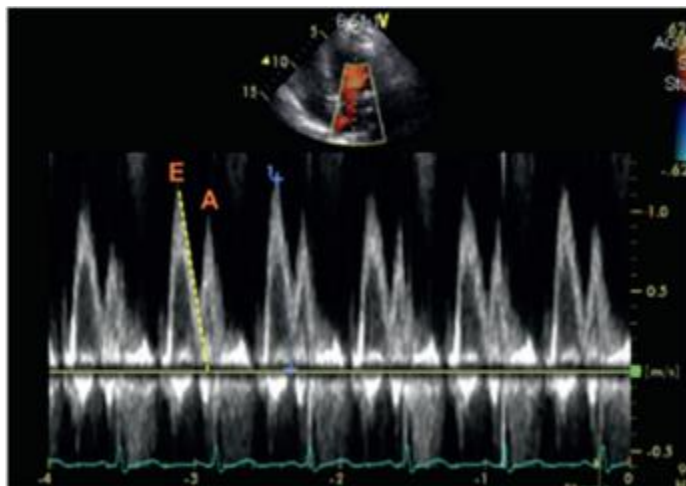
Fluxo transmitral demonstrando as ondas: E (*early*); A (*atrial*). Imagem de Doppler na válvula mitral em visão apical quatro câmaras¹⁶.
